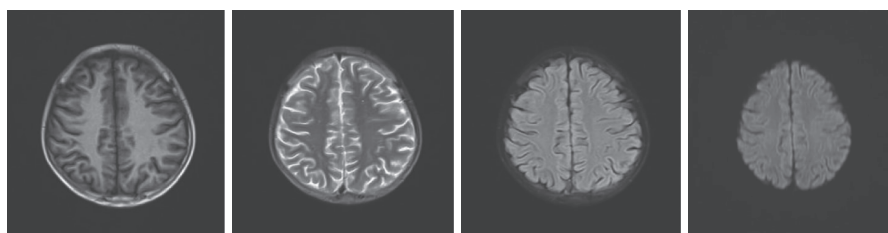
1例转移性结肠癌病人停用瑞戈非尼后头部MRI影像表现:原有病灶均消失
